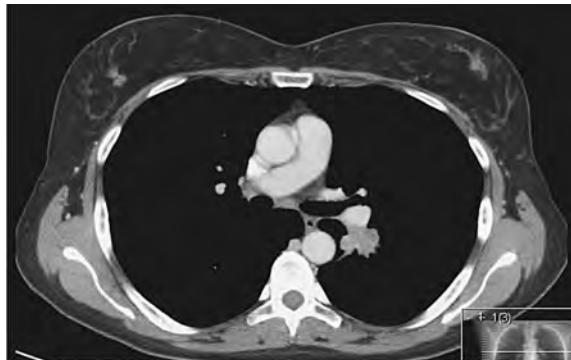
TC torácica apó 2 ciclos de QT – Resposta Parcial
